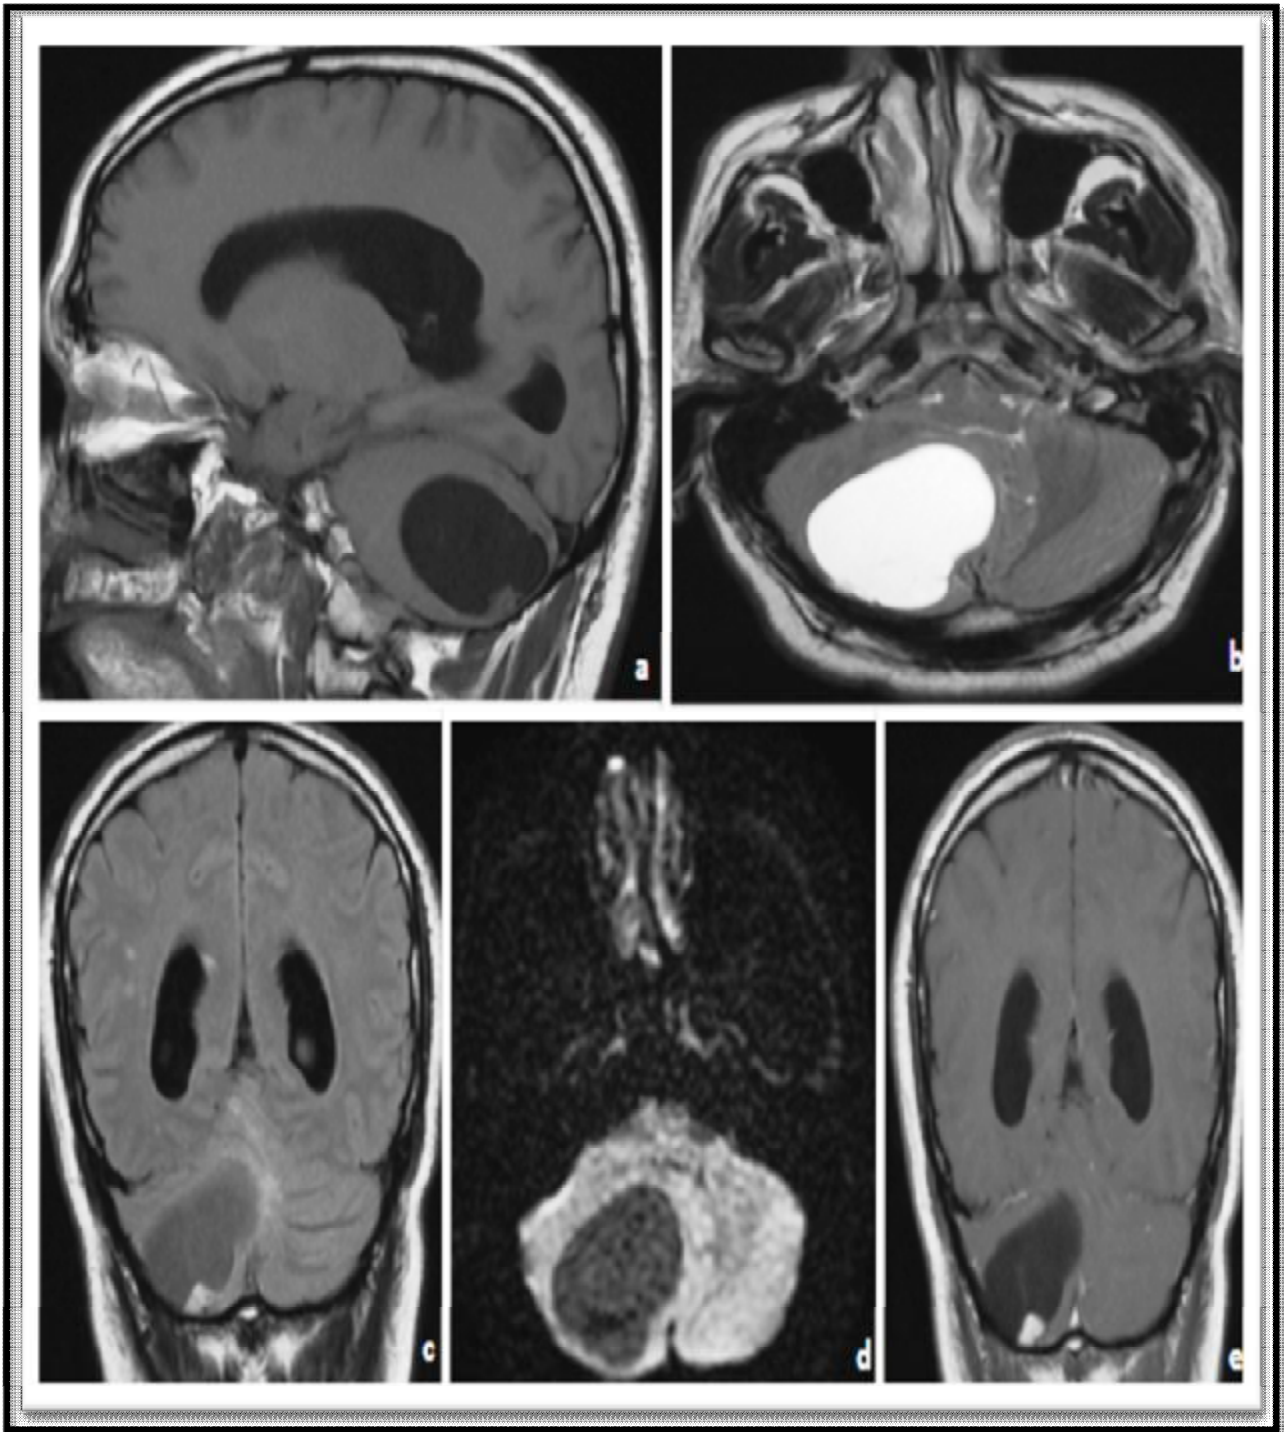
Hémangioblastome biphasique typique. Coupes IRM mettant en évidence une tumeur cérébelleuse hémisphérique droite bien limitée, à composante kystique prédominante avec présence d'un nodule mural. La composante kystique est hypointense en T1 (a) et FLAIR (c), hyperintense en T2 (b), non modifiée par le contraste (e). Le nodule mural est isointense T1 (a), hyperintense T2 (b) et FLAIR (c), rehaussé de façon intense après injection de gadolinium (e).
